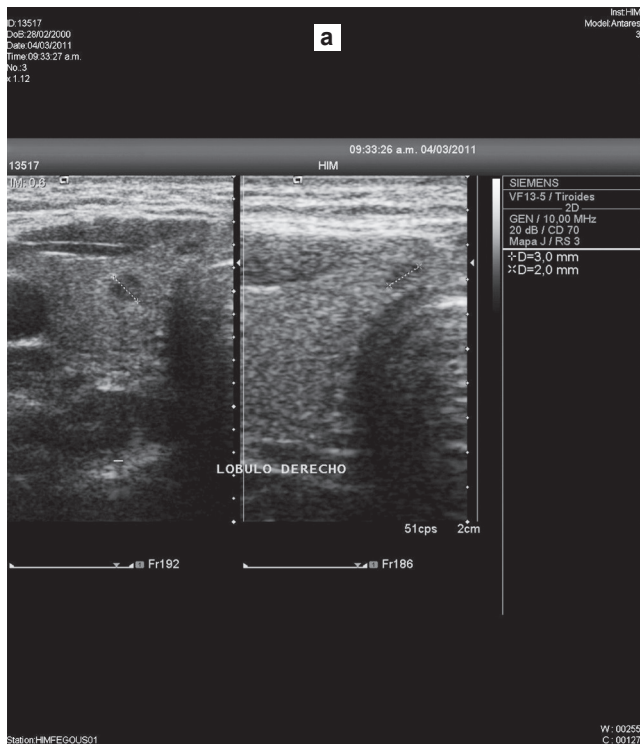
Femenino de 11 años. (a) Dos nódulos de localización en lóbulo tiroideo derecho e istmo (flechas). (b) Aplicación de modalidad Doppler color que muestra vascularidad periférica en el nódulo de mayor tamaño y vascularidad central en el menor.
